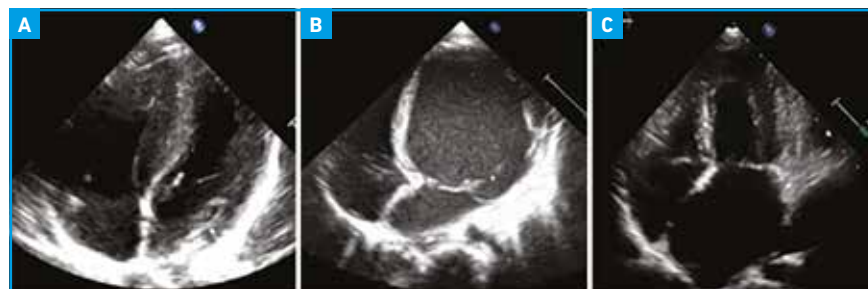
Échographies en coupe apicale 4 cavités d'une cardiomyopathie hypertrophique (A), d'une cardiomyopathie dilatée (B) et d'une cardiomyopathie restrictive (C). Ces pathologies du muscle cardiaque sont parfois diagnostiquées à l'occasion du bilan d'un malaise, de palpitations, de certaines pathologies chroniques de l'enfant ou dans le cadre d'un dépistage familial.
